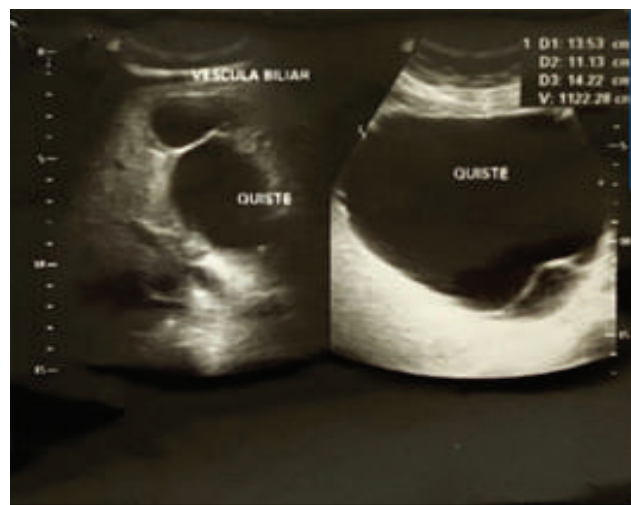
Vista por sonografía. Lesión quística adyacente al hígado de 14.22x13.53x11.13 cms con volumen aproximado 1122.28 cms³
